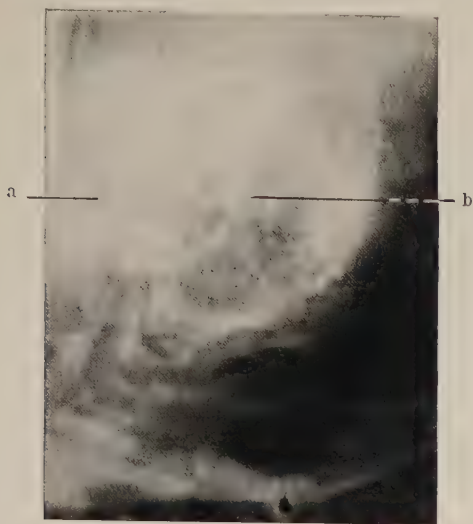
Röntgenbild eines stark verschleierten Warzenfortsatzes, 10 Tage nach dem Beginn der akuten Mittelohrentzündung. a = äußerer Gehörgang. b = verschleierter Warzenfortsatz.
